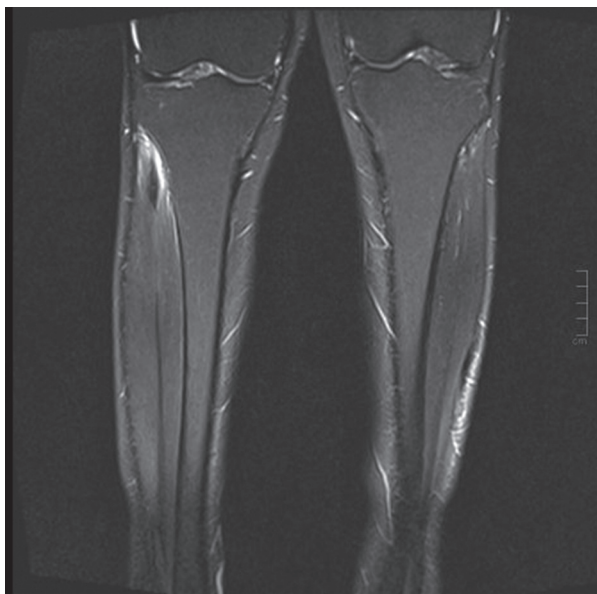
МРТ-изображение T<sub>2</sub> тирм голени после химиотерапии в корональной проекции
